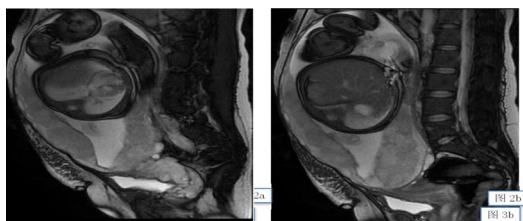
MRI示子宫下段及胎盘局部膨隆,胎盘信号不均匀,子宫肌层信号显示不清,胎盘内血管流空影
